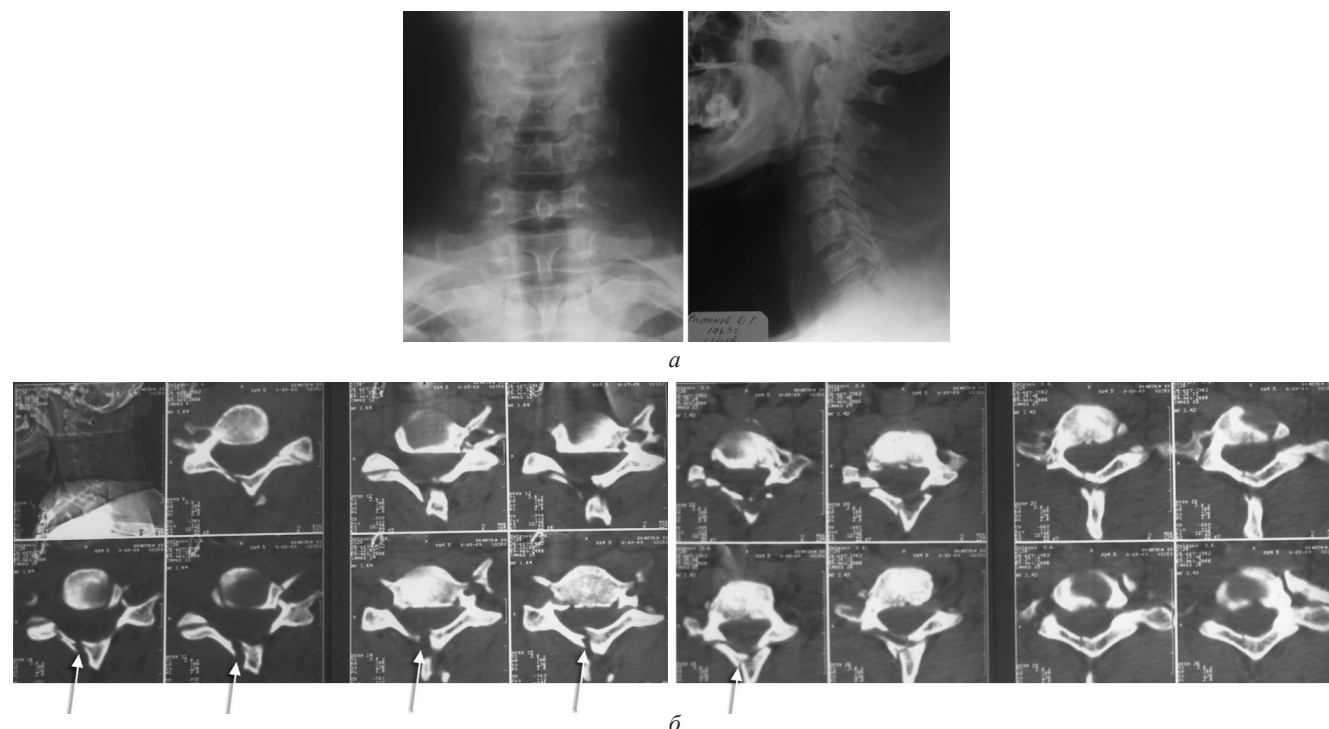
Рентгенограммы шейного отдела позвоночника пациента Р. в прямой и боковой проекциях (а). Данных, указывающих на повреждения, нет; КТ шейного отдела позвоночника пациента Р. (б). Определяются переломы дуг C_{VI} , C_{VII} позвонков (отмечено стрелками)
